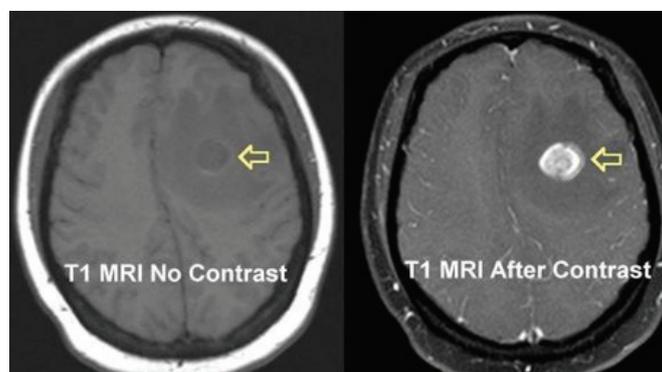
Efeito da aplicação do contraste em imagens de ressonância magnética.
